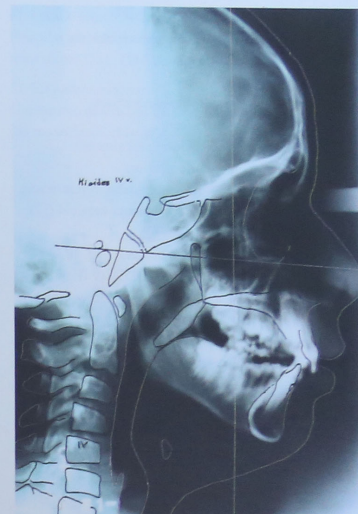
Telerradiografía realizada utilizando la plomada. La línea vertical radiopaca indica la vertical terrestre real. Debería emplearse de rutina en todas las TL Rx. de perfil por especialistas de disgnasias y ATM. Ver texto.
